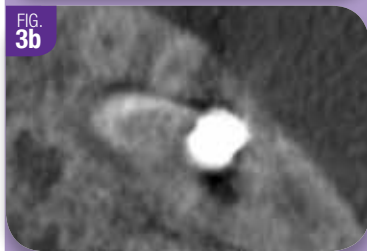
CONTRÔLE RADIOGRAPHIQUE À 6 MOIS AVANT DE TESTER L'INTÉGRATION DE L'IMPLANT.
